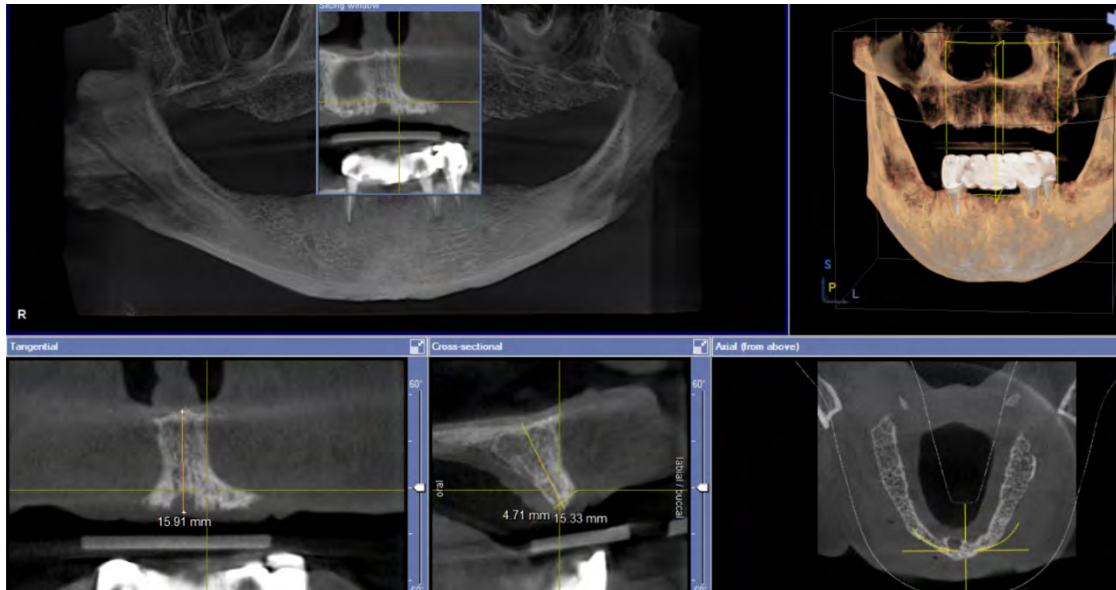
Prerje e CBCT dhe distancat në zonën frontale maksilare.
